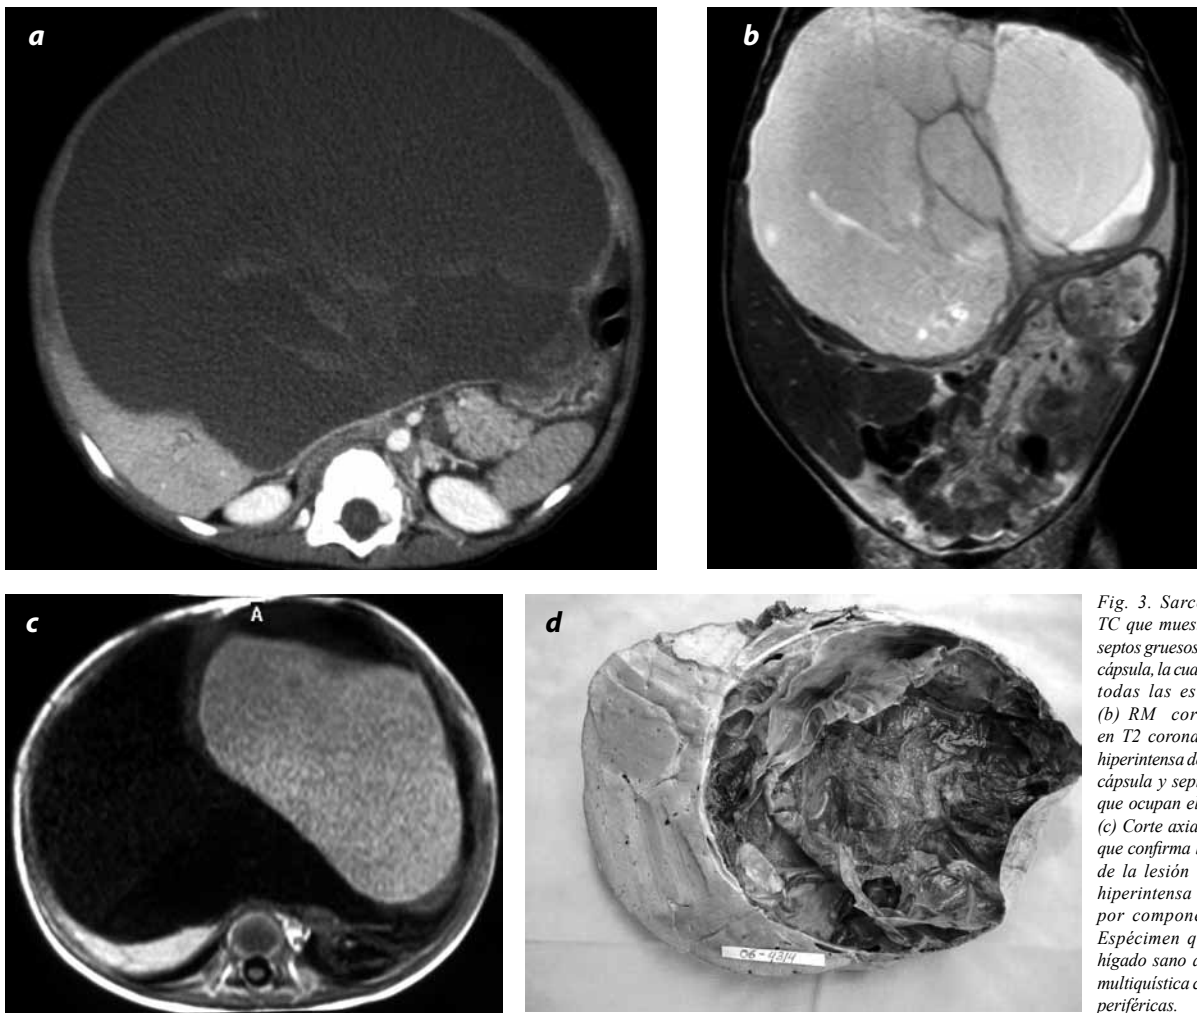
Sarcoma embrionario. (a) TC que muestra lesión hipodensa de septos gruesos, bien delimitada por una cápsula, la cual desplaza posteriormente todas las estructuras adyacentes. (b) RM coronal con información en T2 coronal que demuestra lesión hiperintensa de apariencia quística, con cápsula y septos gruesos hipointensos que ocupan el hemiabdomen superior. (c) Corte axial con información en T1 que confirma la característica quística de la lesión (hipointensa) con área hiperintensa y nivel líquido-líquido por componente hemorrágico. (d) Espécimen quirúrgico que muestra hígado sano alternado con formación multiquistica con septos y áreas sólidas periféricas.
